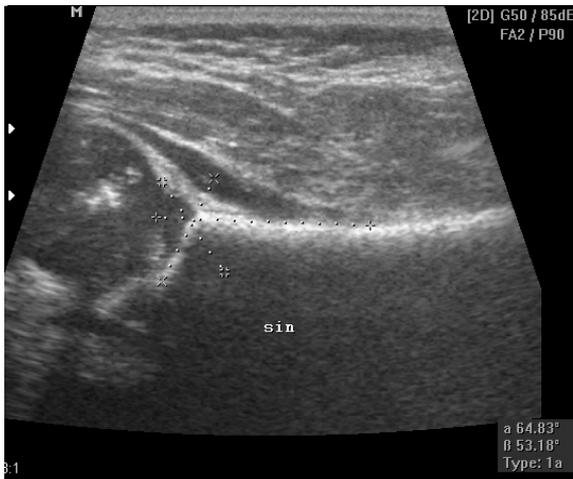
Эхотомограмма нормального левого тазобедренного сустава, где выявлено ядро окостенения у ребенка в возрасте 1 мес. Угловые показатели соответствуют $\alpha = 64^\circ$; $\beta = 53^\circ$
